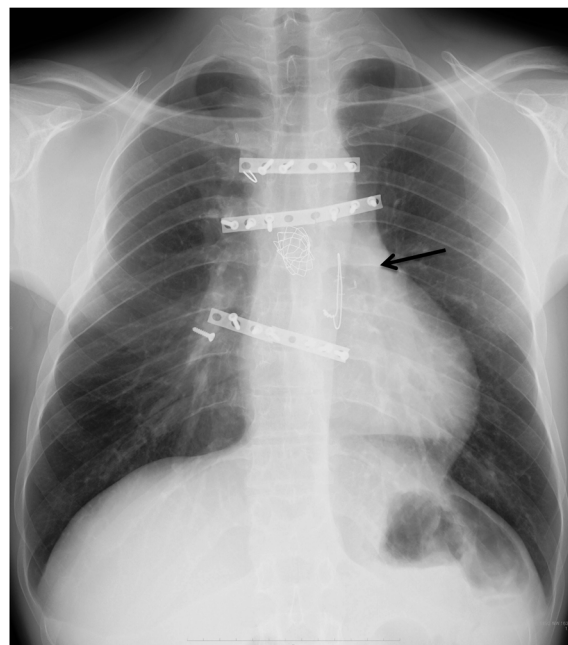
The chest X-ray at the time of initial visit
